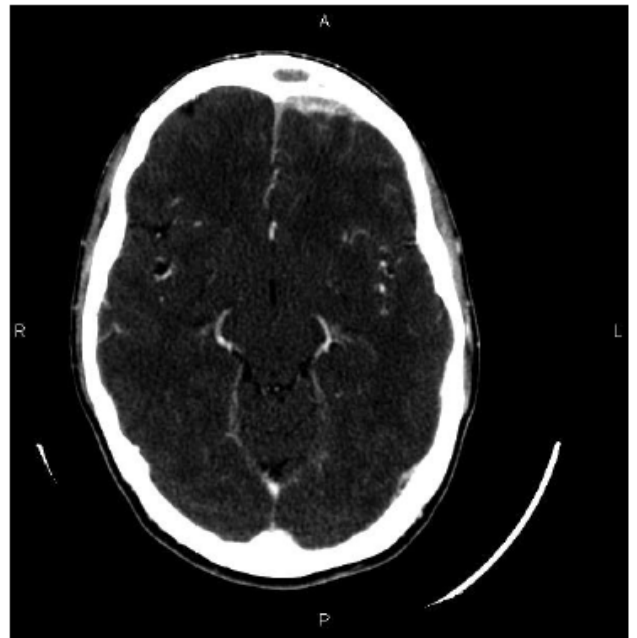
TC de cráneo con contraste (corte axial): hiperdensidad a nivel frontal izquierdo, que corresponde a engrosamiento y realce meníngeo.
